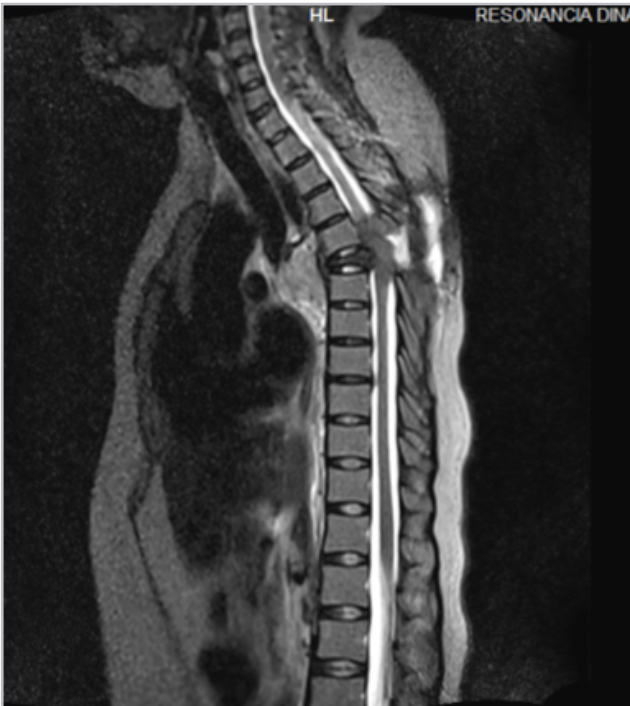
Resonancia magnética de columna dorsal en secuencia T2 corte sagital que muestra a nivel de T5 lesión ósea blástica que afecta cuerpo vertebral, pedículo y apófisis transversa.
